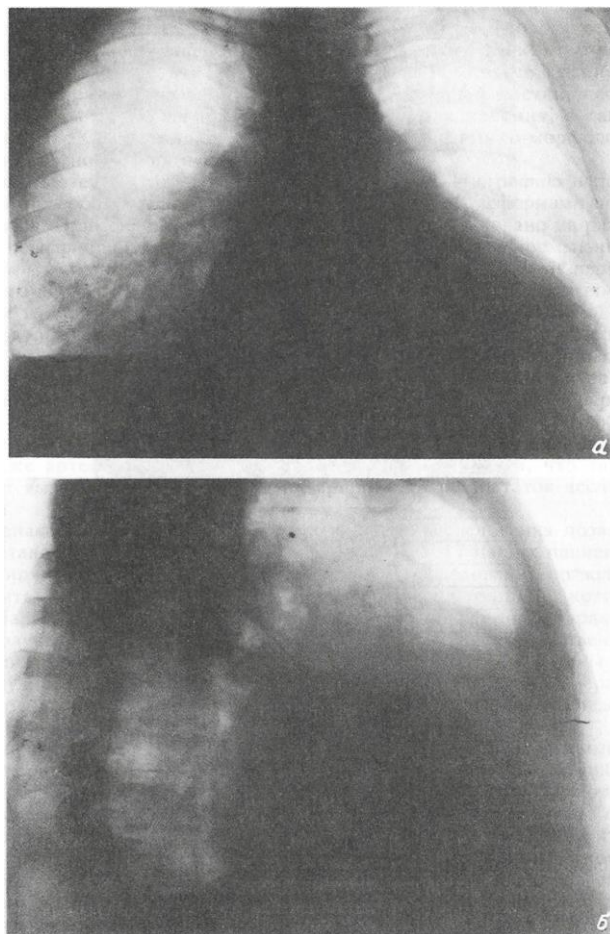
Рентгенограммы грудной клетки больного Д., 53 года, с хроническим выпотным перикардитом. а — прямая, б — боковая проекции
